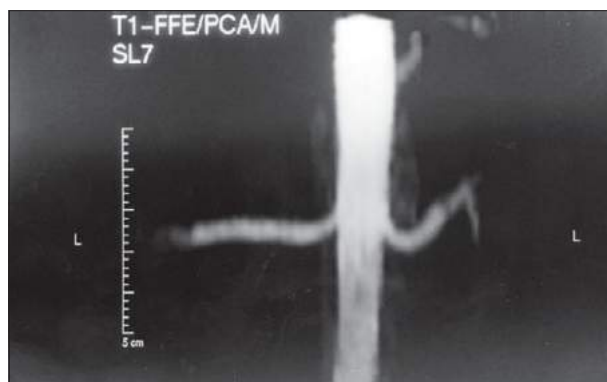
Angiorressonância das artérias renais pela técnica de fase contrast do plano coronal. Observe-se o aspecto normal da emergência de ambas as artérias renais a partir da aorta abdominal.
